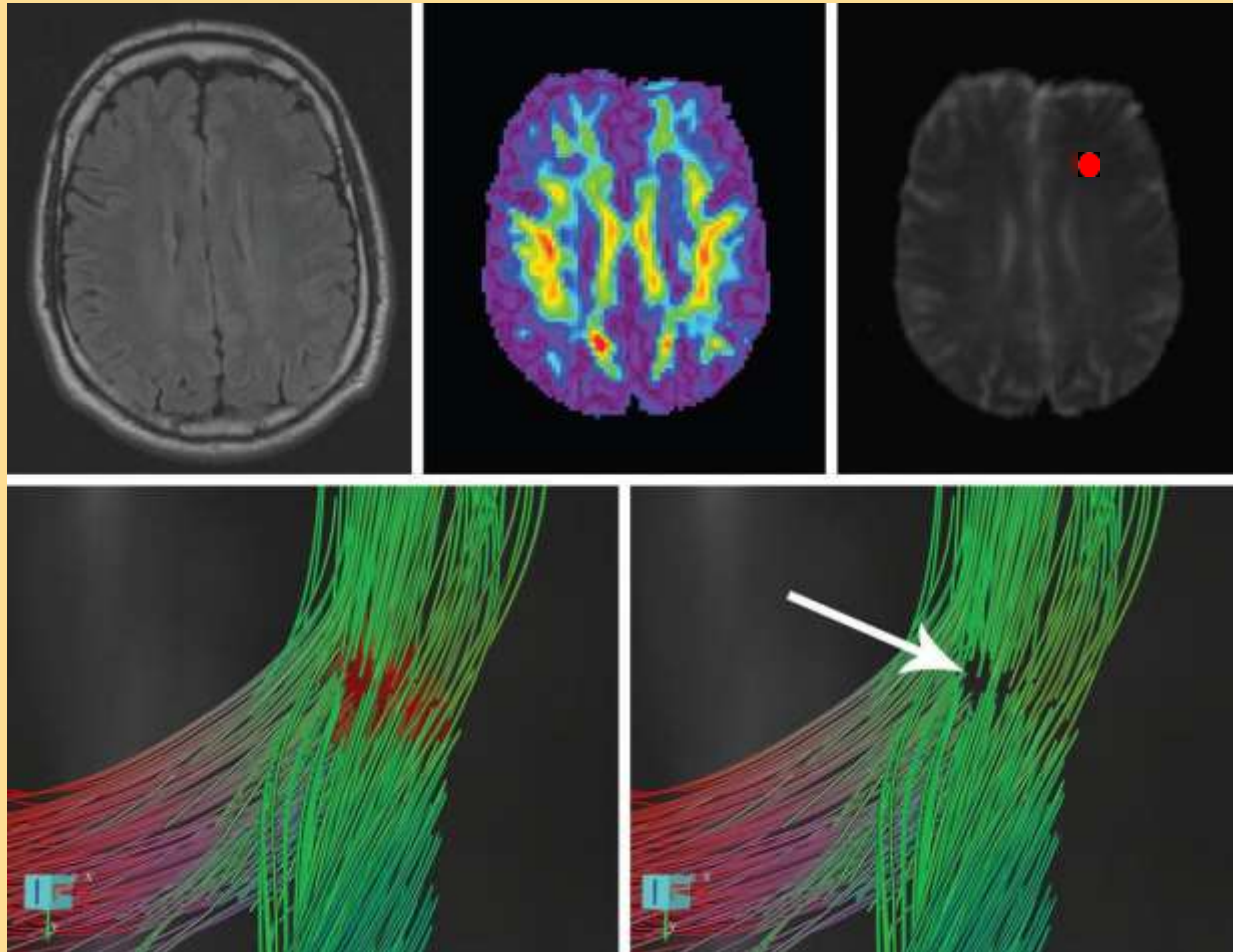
Imagerie du tenseur de diffusion (DTI IRM)
